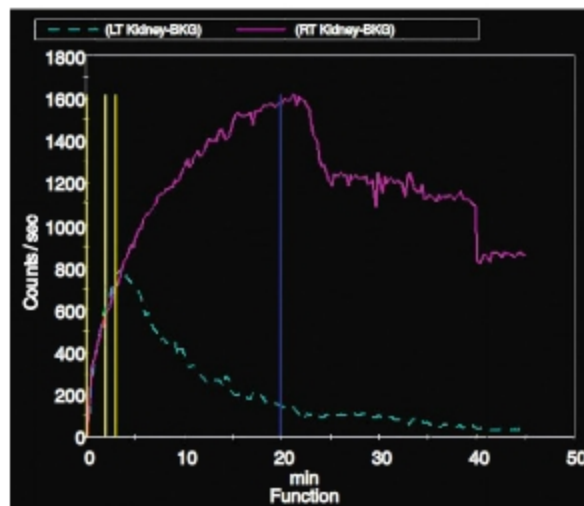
Courbes de scintigraphie au MAG3 montrant une faible excrétion du rein droit.
